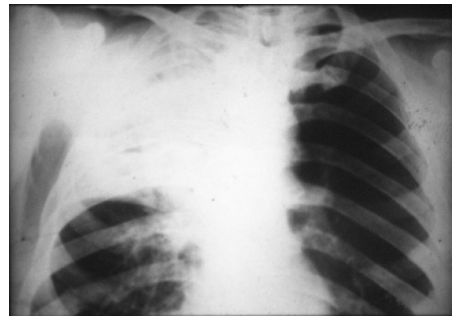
Radiografia standard. Abces al plămânului drept în stadiul de necroză și liză purulentă a parenchimului.
